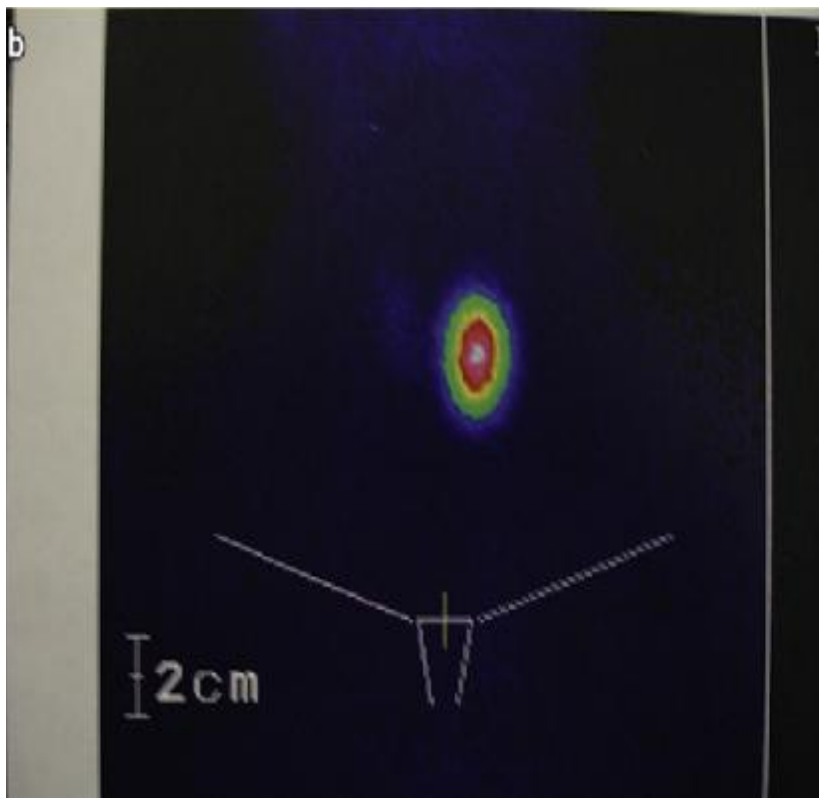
a nodule thyroïdien ; b: correspondance scintigraphique : nodule hyperfixant avec extinction du lobe controlatéral. [52]
